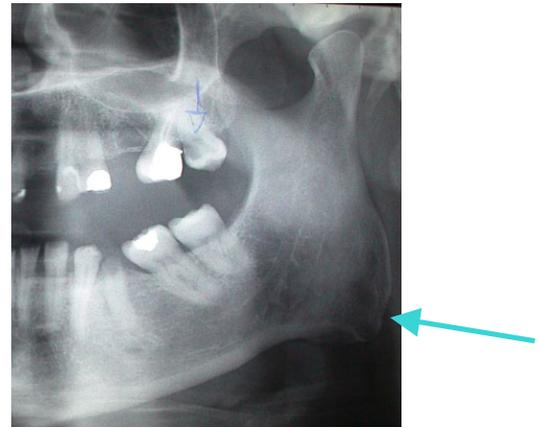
Diagnostic radiographique d'une croissance osseuse d'un angle goniale liée probablement à l'hyperfonction masséterine – Iconographie personnelle.
